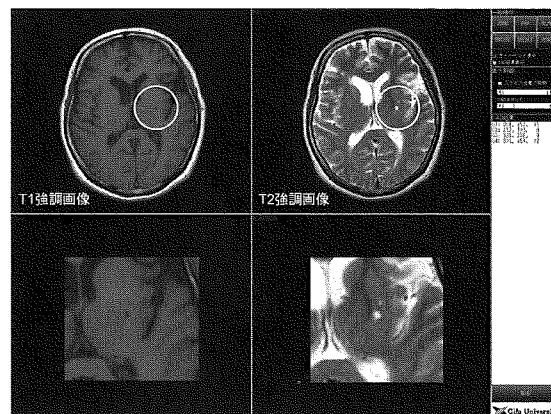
MRI 画像におけるラクナ梗塞の検出例
